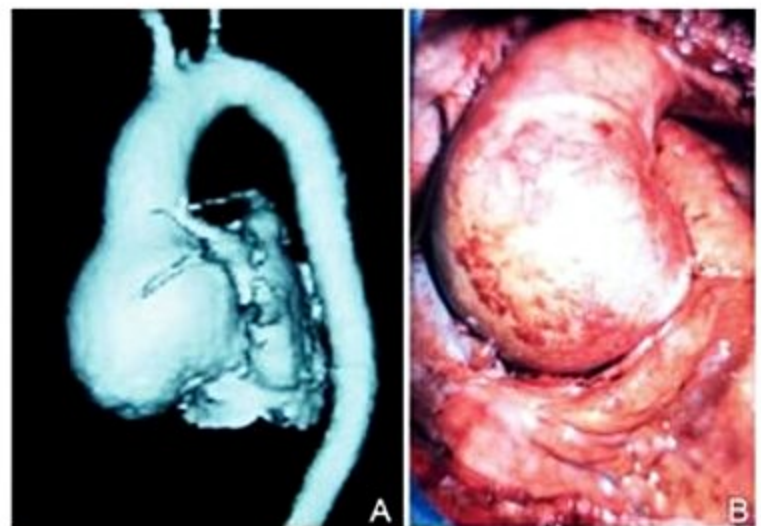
(A) Angiotomografia do aneurisma da aorta ascendente. (B) Fotografia intraoperatória do aneurisma da aorta ascendente.
